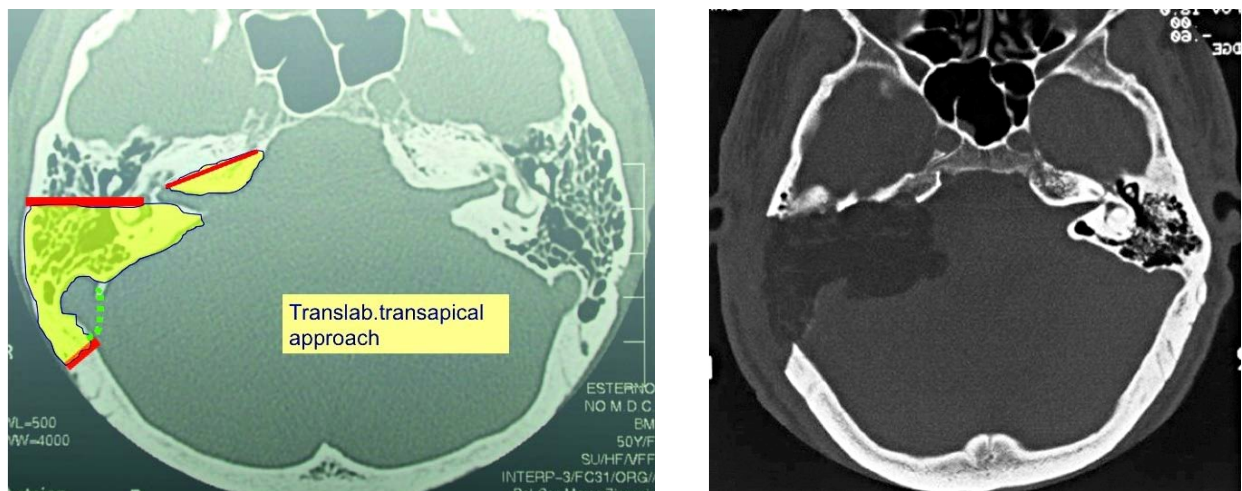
Voie translabyrinthique transapicale (à droite) TDM post-opératoire d'un d'abord trans-labyrinthique trans-apical (à gauche)
